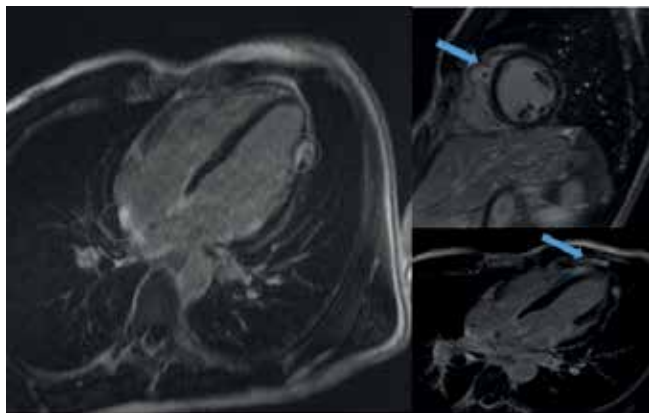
МРТ сердца с контрастированием от 13.06.2018.
